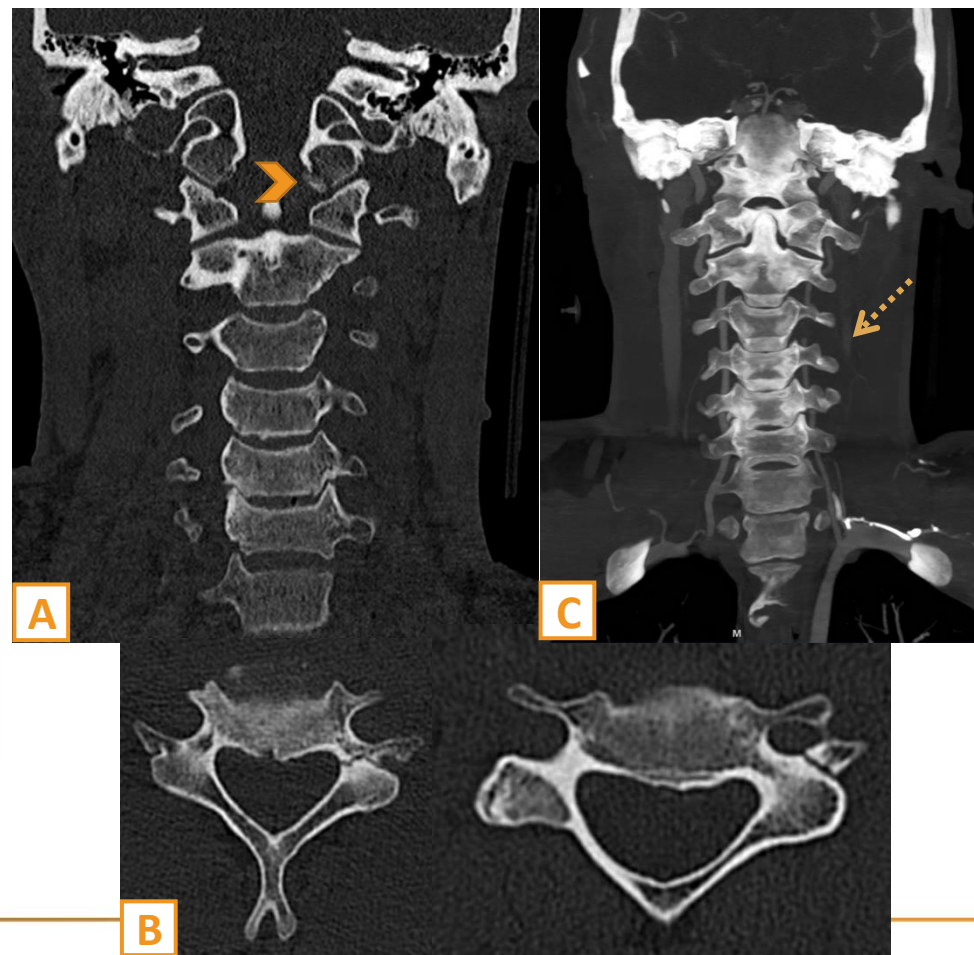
TC de columna cervical se visualiza fractura-avulsión inestable del cóndilo occipital izquierdo (tipo III) con leve desplazamiento de fragmento, zona de inserción del ligamento alar ipsilateral) (señalada con la punta de flecha en imagen A). Fractura lineal mínimamente desplazada del pedículo izquierdo de C3 y C4 que comunica con los forámenes transversos ipsilaterales sin compromiso de sus diámetros (en imagen B). Dado los hallazgos se completa estudio con AngioTC de troncos supraaórticos visualizándose afilamiento de la arteria vertebral izquierda y ausencia de repleción a su paso por los forámenes afectados, hallazgo que sugiere disecación focal (señalado con la flecha en imagen C).
